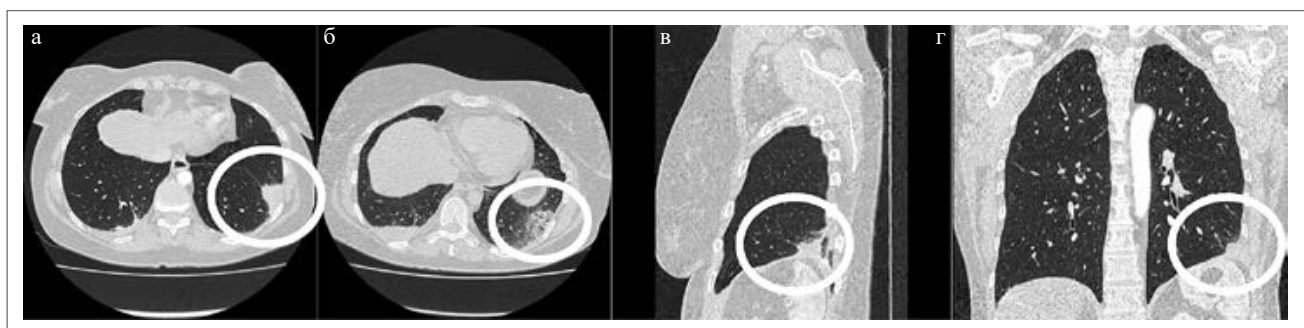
КТ ОГК – субплевральная инфильтрация слева.
